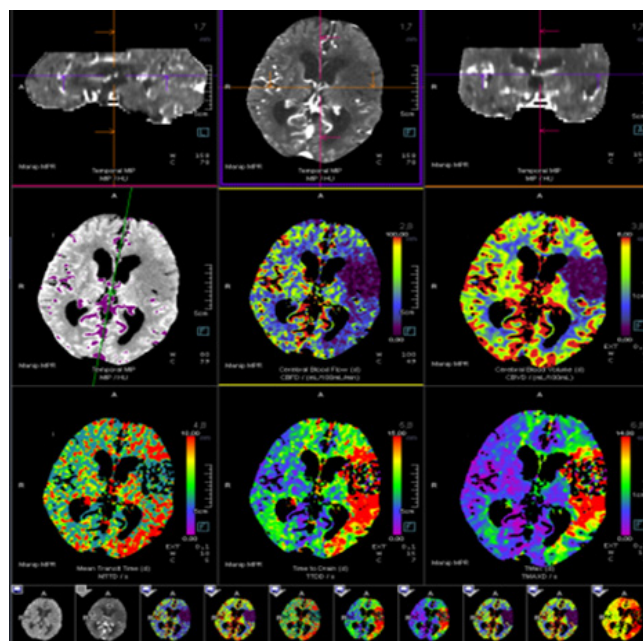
Imagens dos mapas de perfusão resultantes da aquisição de perfusão em TC.
